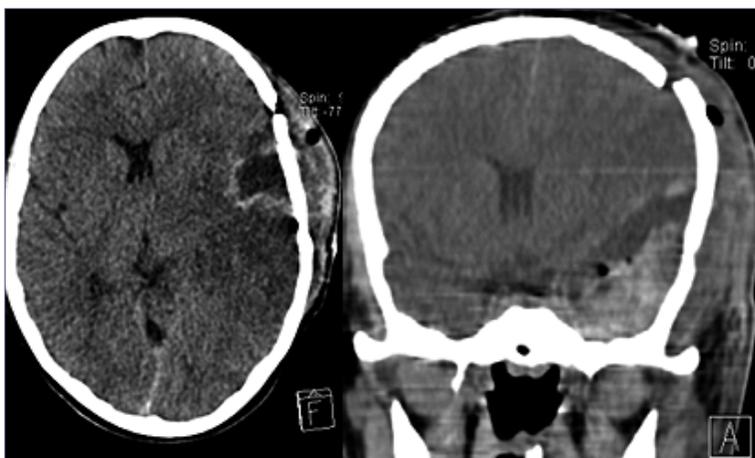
Imagen de tomografía computarizada postoperatoria, donde se evidencia solución de continuidad frontotemporoparietal izquierda que corresponde a fractura ósea por craneotomía. En región temporal izquierda área de hemorragia intraparenquimatosa residual, con neumoencéfalo a nivel del lecho operatorio y mejoría de la desviación de la línea media.
